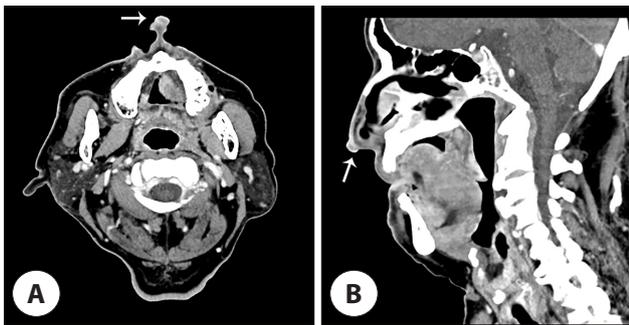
Contrast-enhanced computed tomography (CT) scan. A: Axial image. B: Coronal image.
